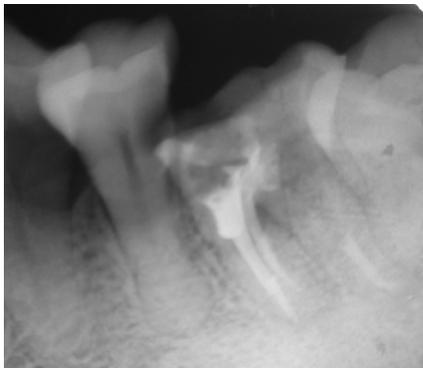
Radiograf kontrol 3 bulan pasca obturasi, tampak area radiolusen di bagian apikal telah mengecil
